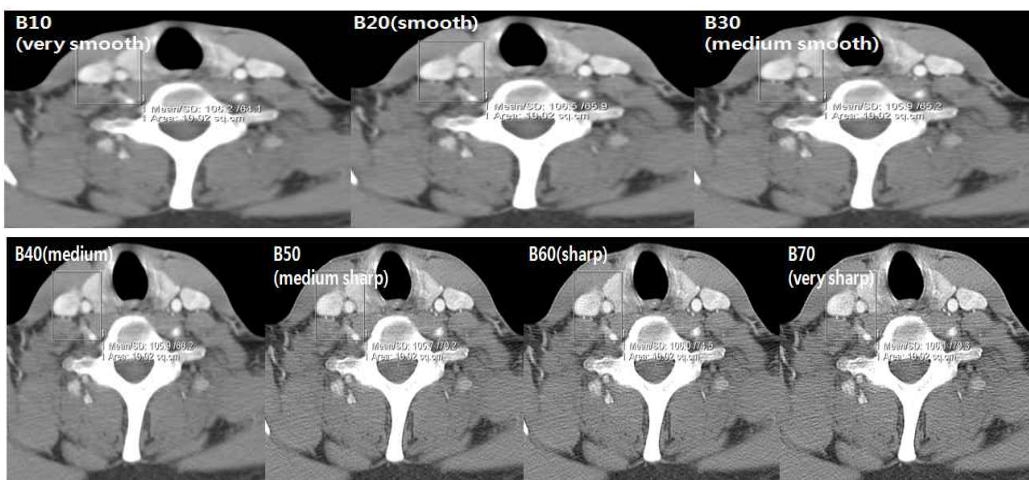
Kernel 값 변화에 따른 영상평가된 CT영상의 노이즈 값 측정
